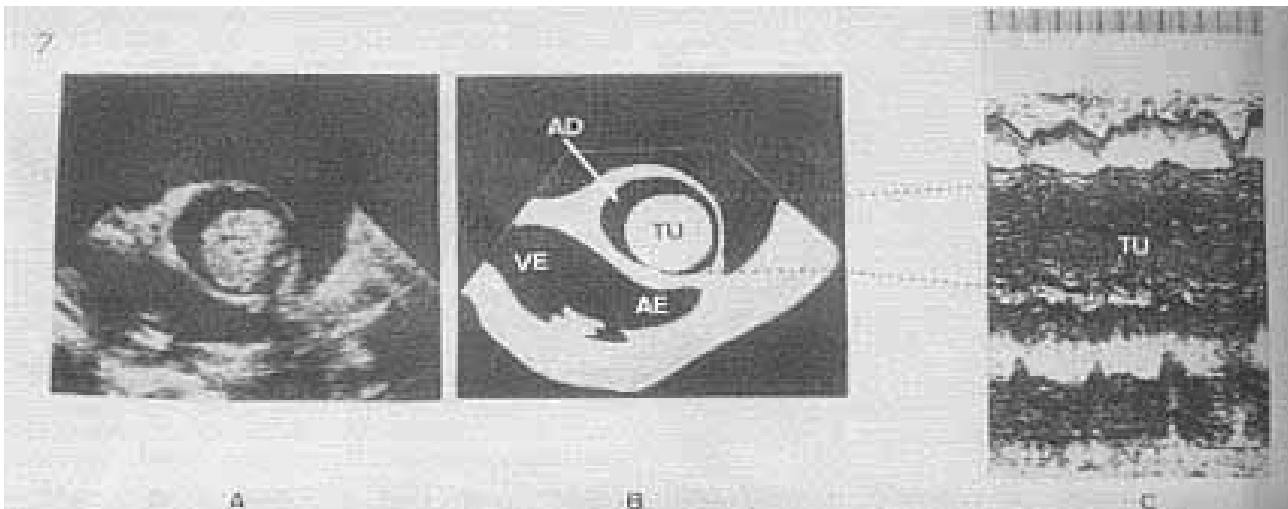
Ecocardiograma mostrando grande tumor (TU) dentro do átrio direito.
